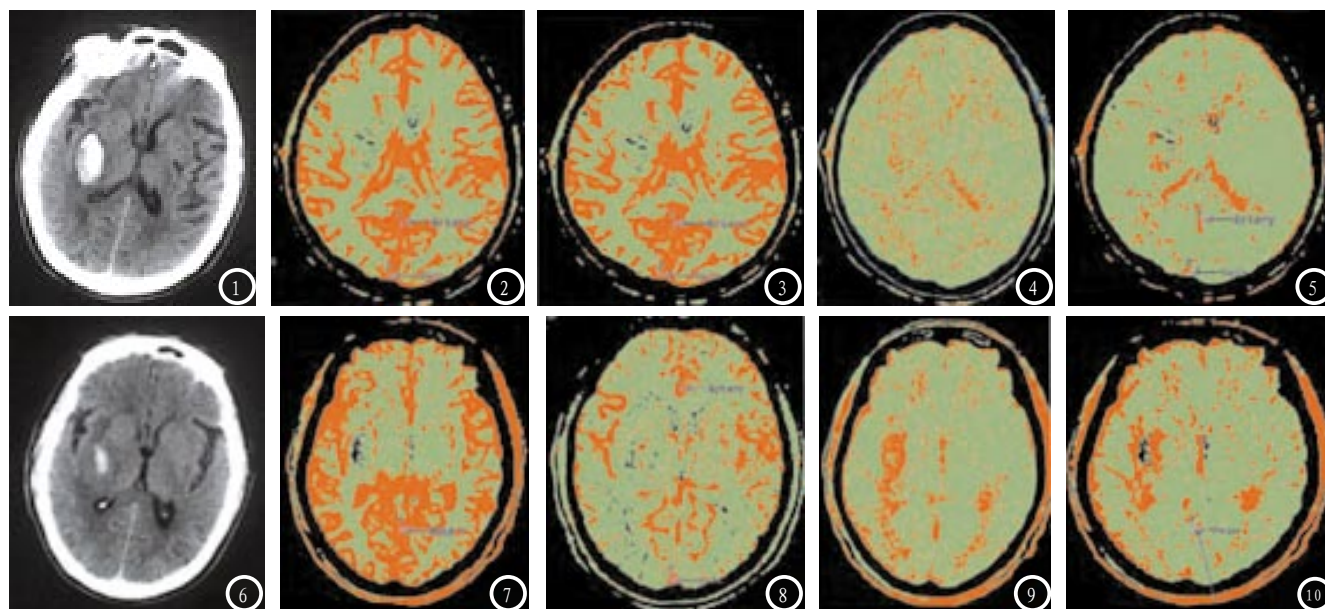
急性期CT平扫图像和CTPI图像。图1: CT平扫图像; 图2: CTPI的CBV图; 图3: CTPI的CBF图; 图4: CTPI的MTT图; 图5: CTPI的TTP图。图6-10 复查时CT平扫图像和CTPI图像。图6: CT平扫图像; 图7: CTPI的CBV图; 图8: CTPI的CBF图; 图9: CTPI的MTT图; 图10: CTPI的TTP图。
